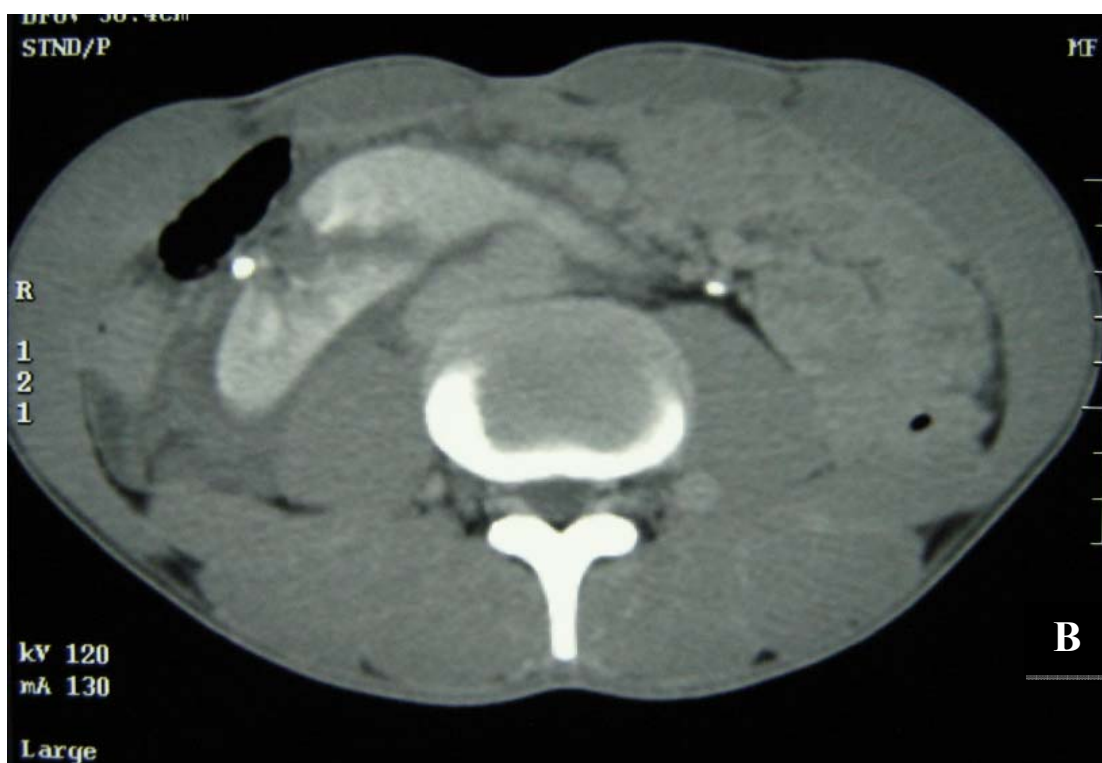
B- TDM de contrôle à J10: stabilisation des lésions.
